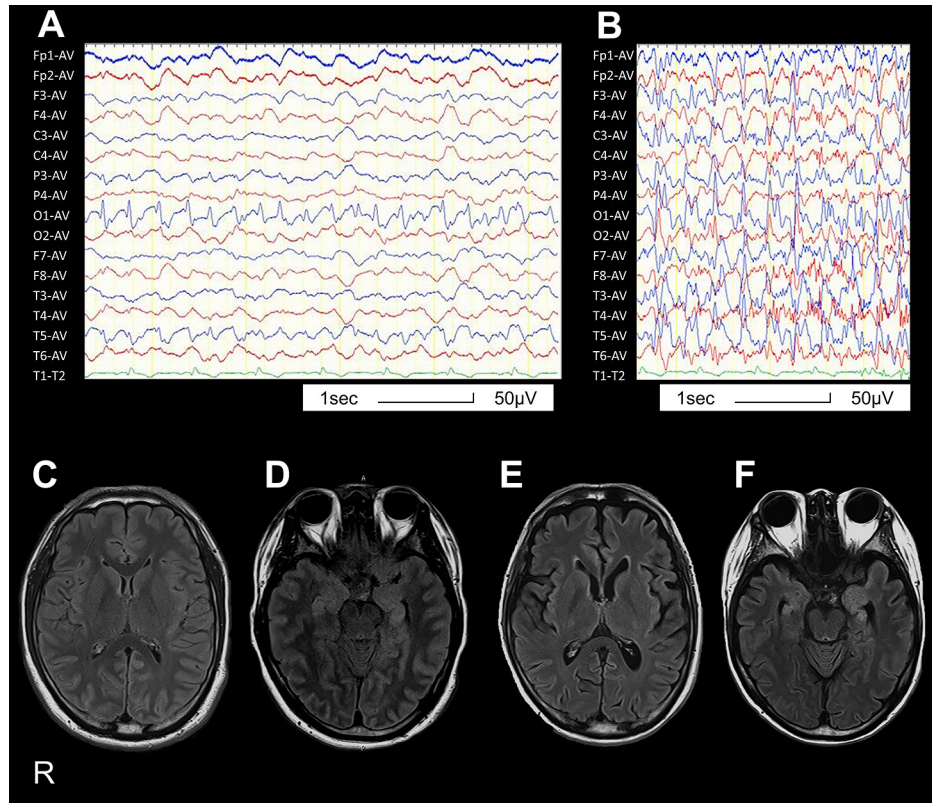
Electroencephalogram (EEG) on day 4 and Brain MRI on day 10 and 1 year and 6 months after onset.
